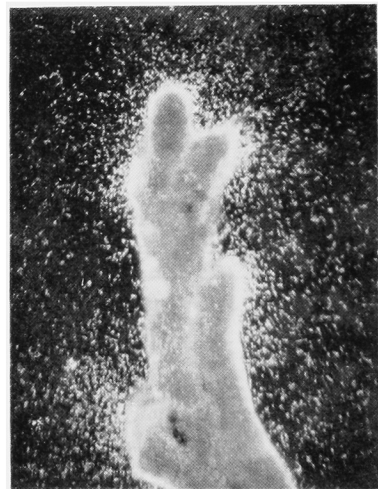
Darkfield whole-mount autoradiography of TP-induced regeneration after 24 hours of TP treatment. Note the appearance of halo at the distal tips (×200.)
